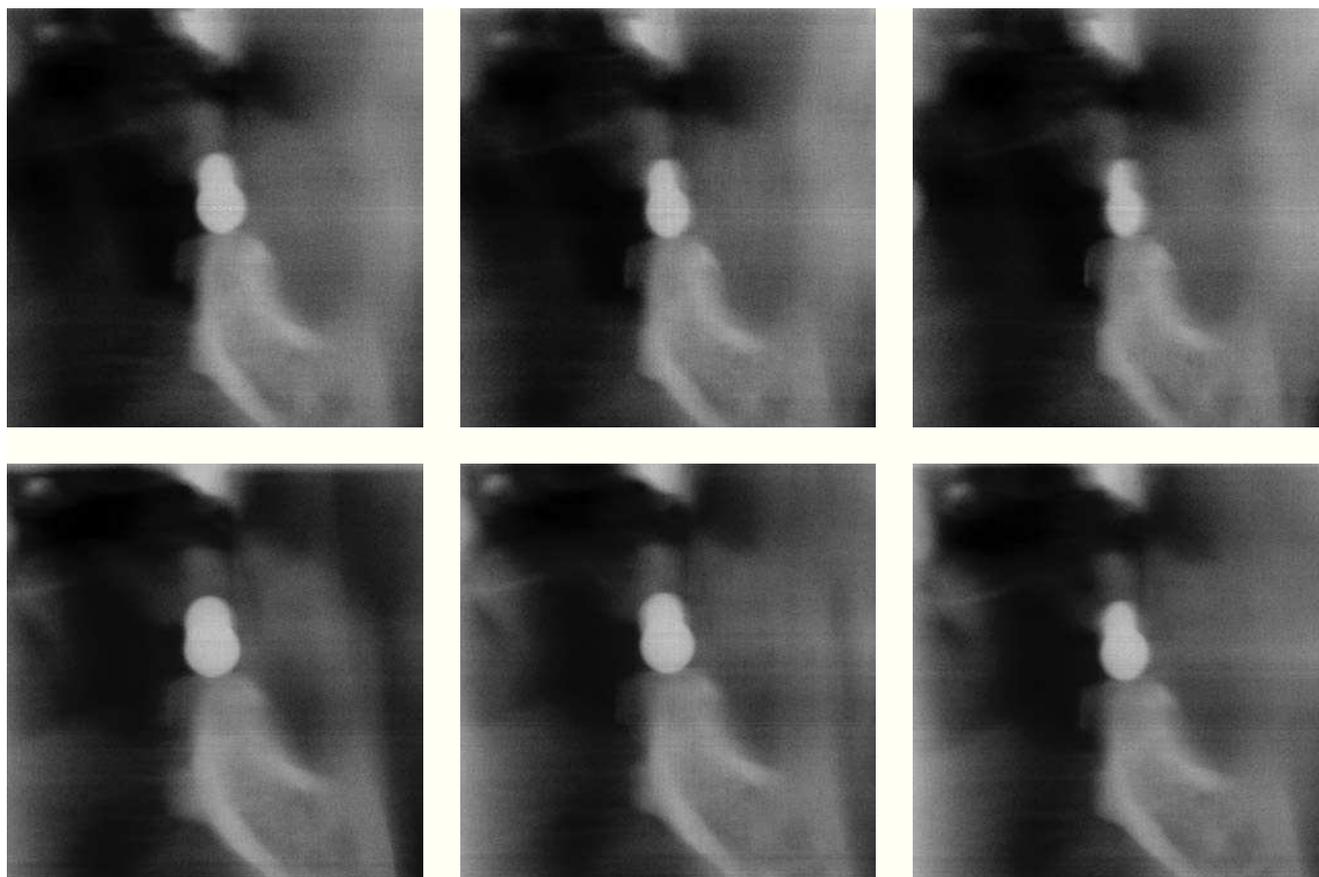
Tomografía transversal de la zona del diente 35 (arriba) y 36 (abajo).
